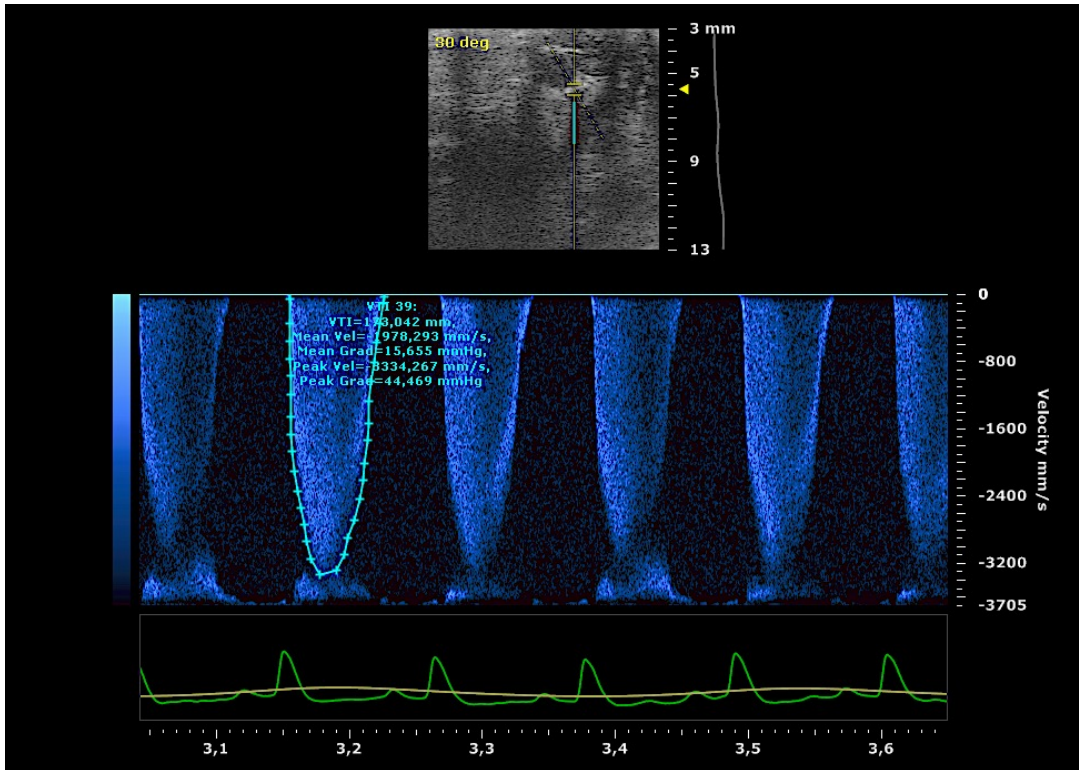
Espectro Doppler do fluxo da aorta transversa coarctada, mostrando fluxo turbulento e de alta velocidade em camundongo WT.
